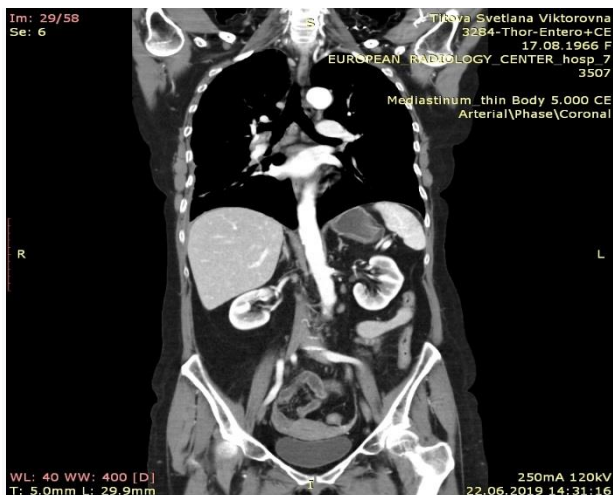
Компьютерная мультidetекторная томография контрастированием. Инфильтрат в тубо-овариальной зоне.
